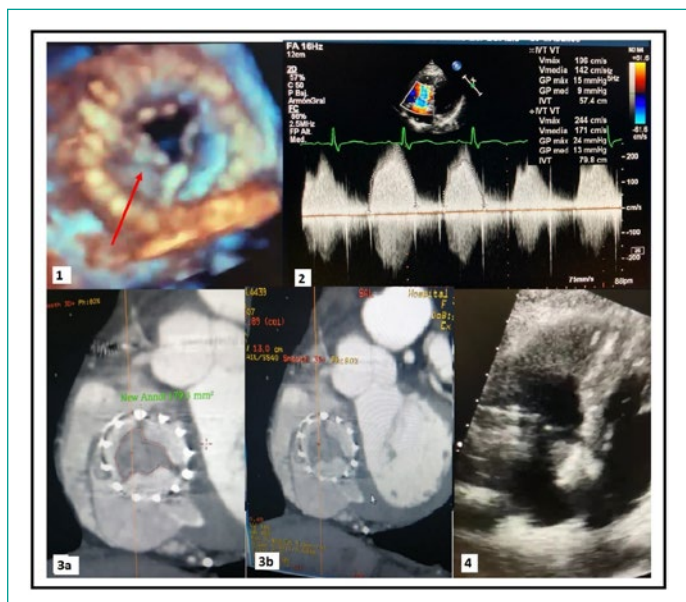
1.1 Se aprecia en ETT con reconstrucción tridimensional, con evidencia de fusión de comisuras en valva. 1.2 Elevación de gradientes en doppler pulsado a su ingreso. 1.3 Medición de área valvular por TAC. 1.4 Evidencia de trombosis en ETT de control.
